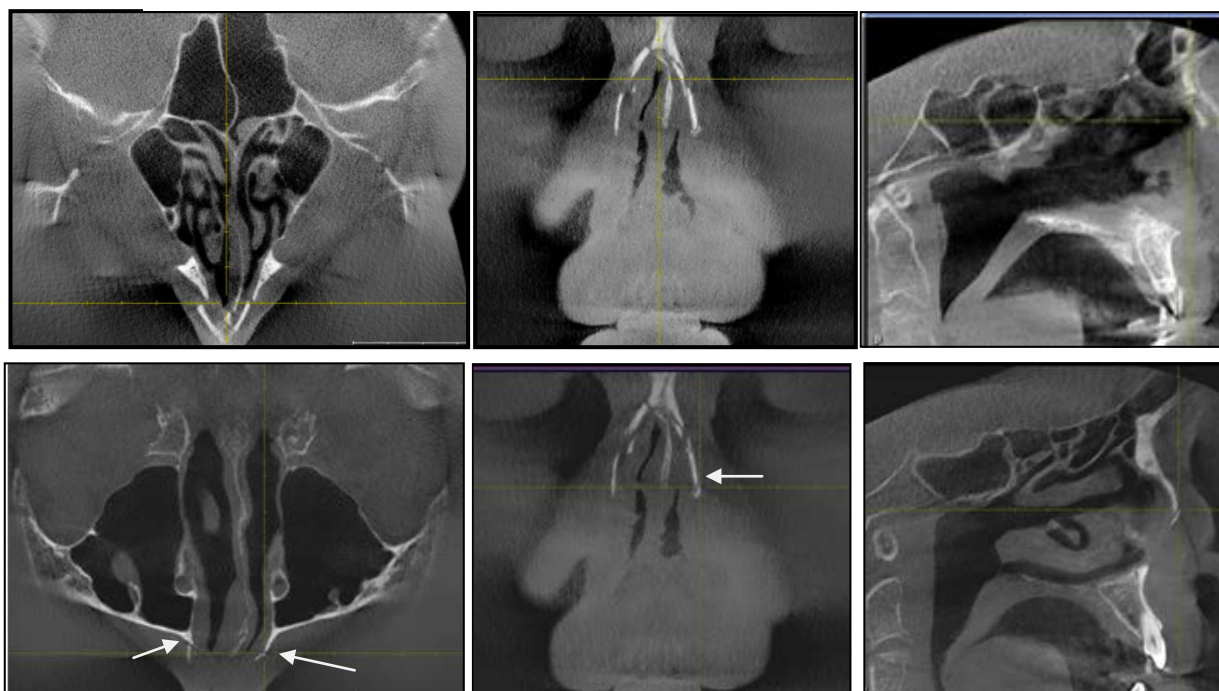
Конуснолучевая компьютерная томография, мультипланарная реконструкция (аксиальный, фронтальный, сагиттальный срезы с центрацией на кости носа и носовые отростки верхней челюсти, верхний и нижний ряды). Травматический двусторонний перелом костей носа, носовой перегородки, лобных отростков верхней челюсти (стрелки) со смещением отломков.
